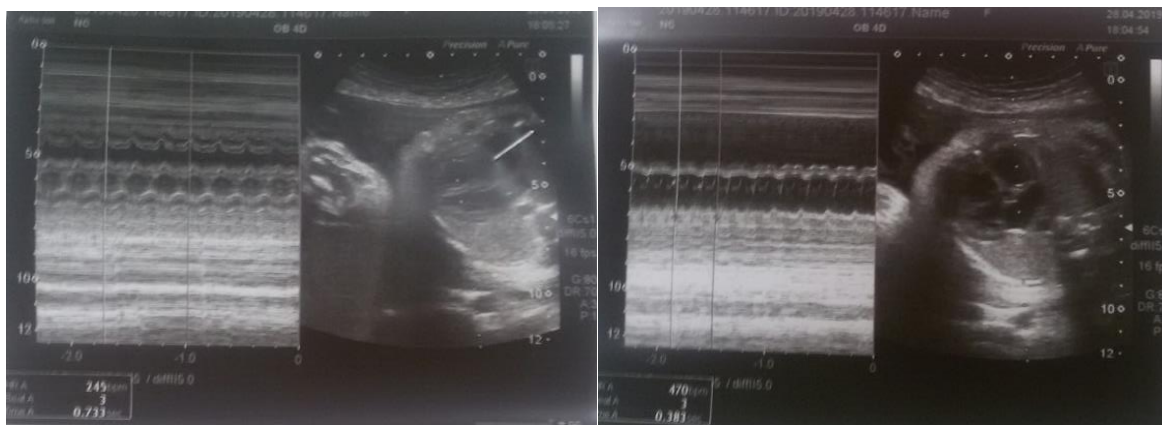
Эхокардиограмма (М-режим) при нарушении ритма №2.
